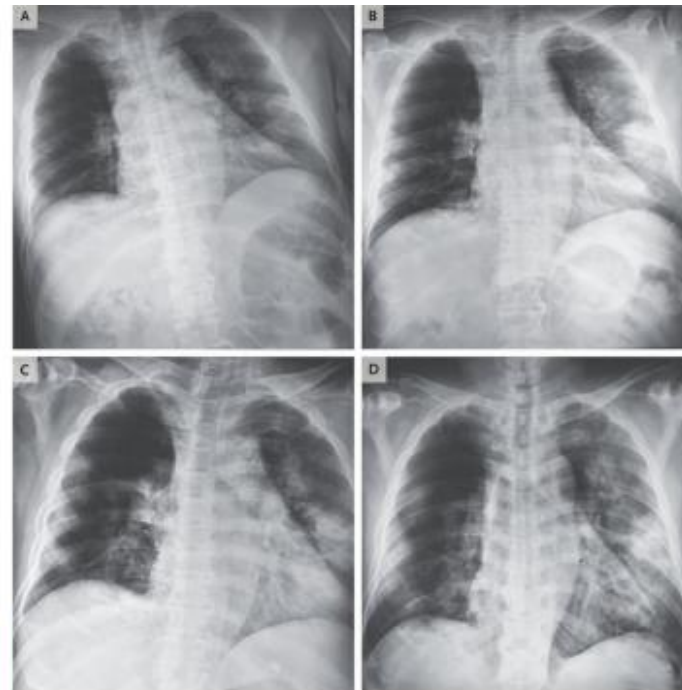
Radiographs of the Father's Chest.
